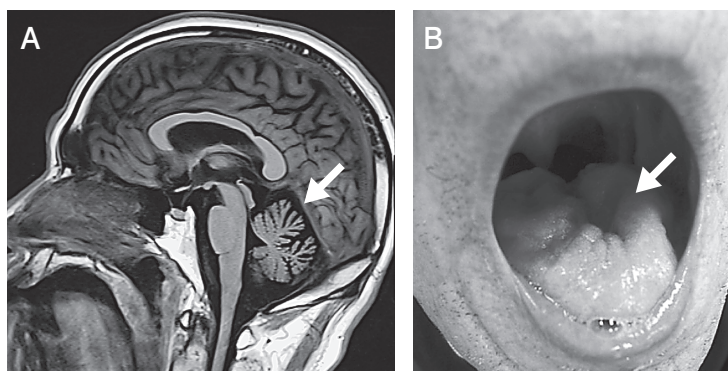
新たに原因遺伝子を発見した遺伝性脊髄小脳変性症 (SCA36) の頭部MRI (A) と舌 (B) の所見
